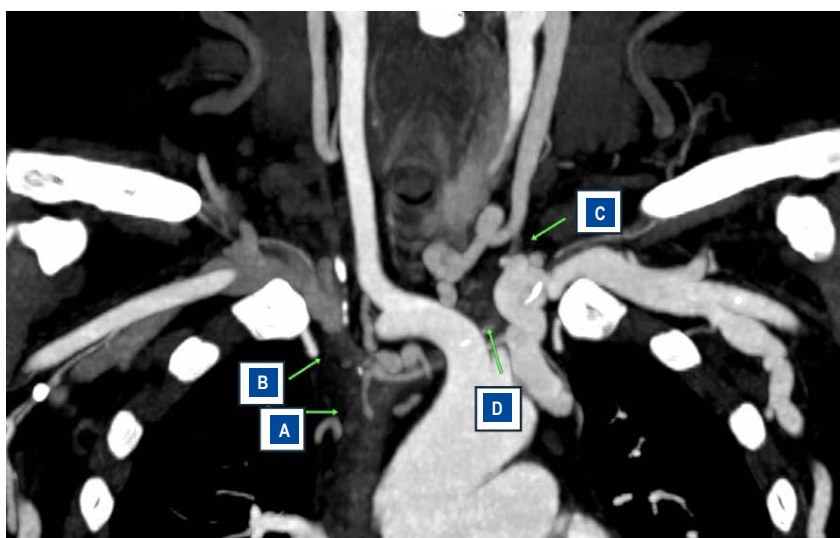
(A) Angiotomografía de tórax en fase arterial en corte coronal con reconstrucción MIP de 10mm, donde se evidencia oclusión de VCS. (B) Oclusión de vena braquiocefálica derecha. (C) Oclusión de la unión yugulosubclavia izquierda. (D) Oclusión de la vena braquiocefálica izquierda.
